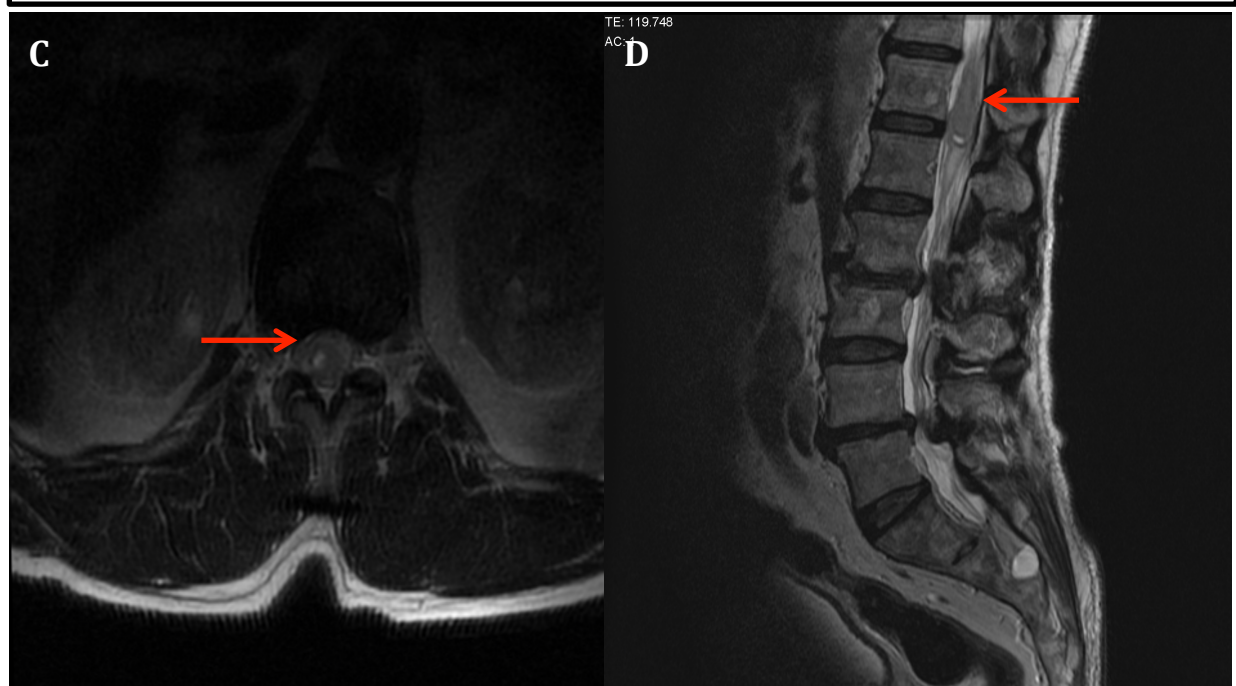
C) Ressonância magnética corte axial T2; D) Ressonância magnética corte sagital T2 (Agosto 2012)
